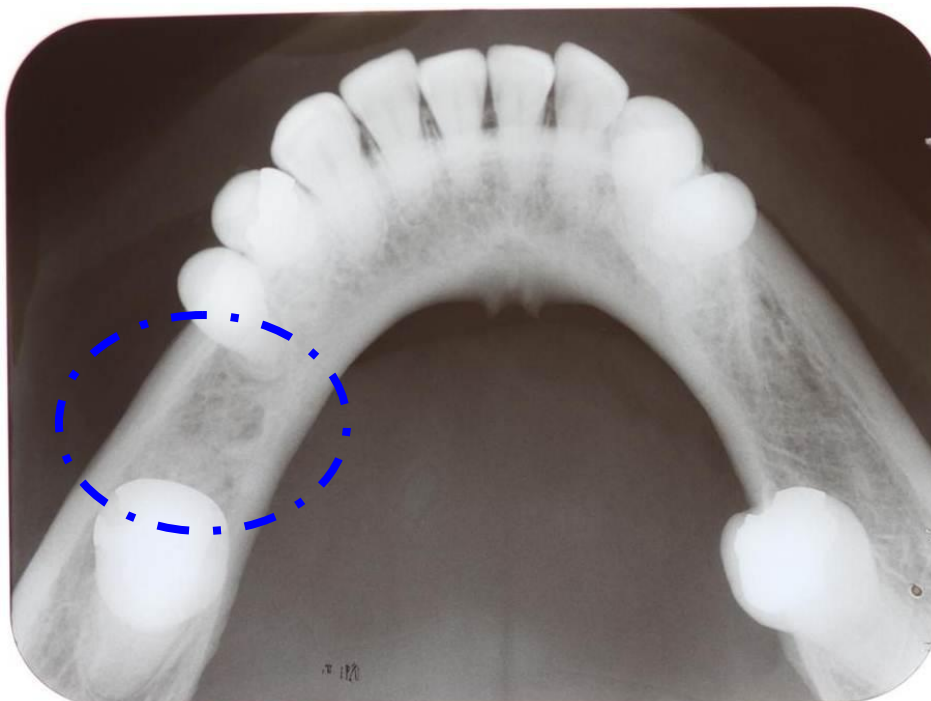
Radiografia oclusal total inferior - lesão radiolúcida na região do 46.
